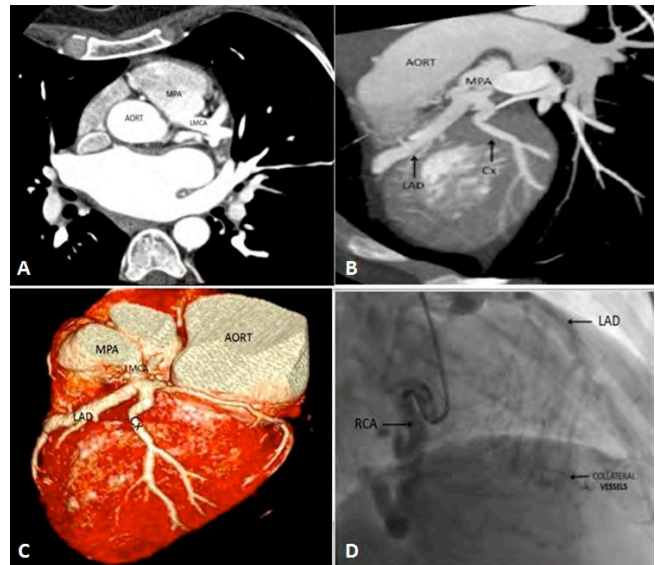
(A) Coronary CT-angiography showing an anomalous origin of the left main coronary artery (LMCA) from the main pulmonary artery (MPA). Axial (A), curved multiplane reconstruction (B) and Volume-rendered reformation (C). (D) Coronary angiography of the right coronary artery showing collateral filling of the left coronary vascular territory, which connects directly to the pulmonary trunk.
